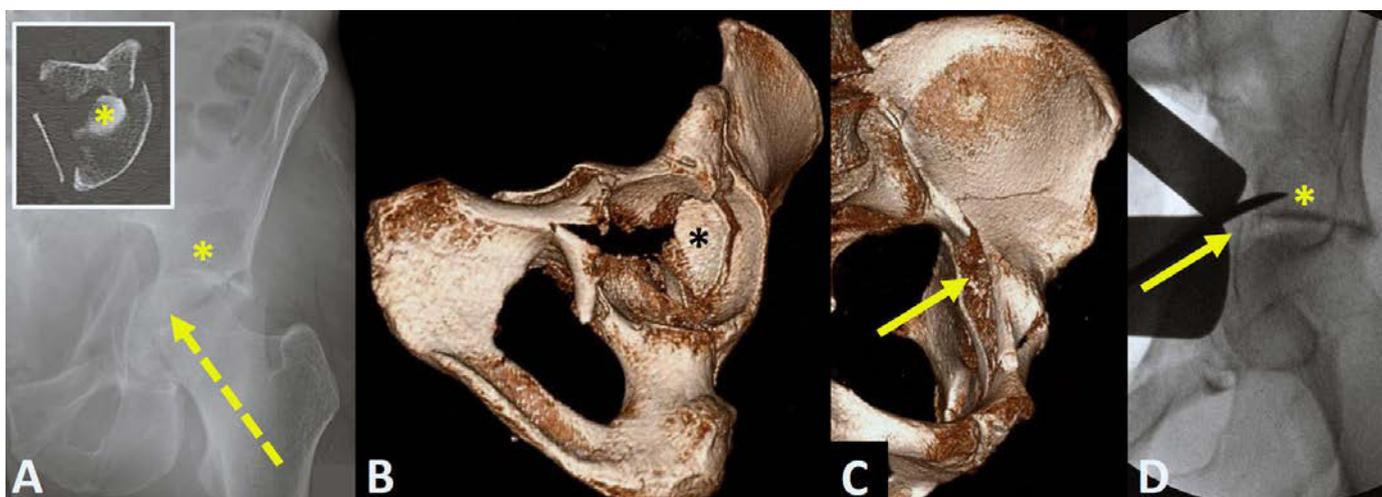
Dokumentation eines 71-jährigen Patienten mit u. a. Parkinsonsyndrom, selbstständig lebend, nach Sturz aus Eigenhöhe: A) Röntgen ap li. Hüfte mit Acetabulumfraktur (Typ Vorderpfeller mit posteriorer Hemitransverse; * = Domimpaktion, Pfeil = medialisierter Femurkopf, Ausbruch quadrilaterale Fläche; Piktogramm: axialer CT-Schnitt auf Höhe Dom), B) und C) 3D-Rekonstruktionen mit Einsicht in das Gelenk von lateral (* = Domimpaktion) oder von intrapelvin auf die Fraktur, D) Reposition der Domimpaktion und Unterfütterung mit 3Tutoplast-Blöcken durch die Fraktur via Pararectus-Zugang mit langem Raspatorium
